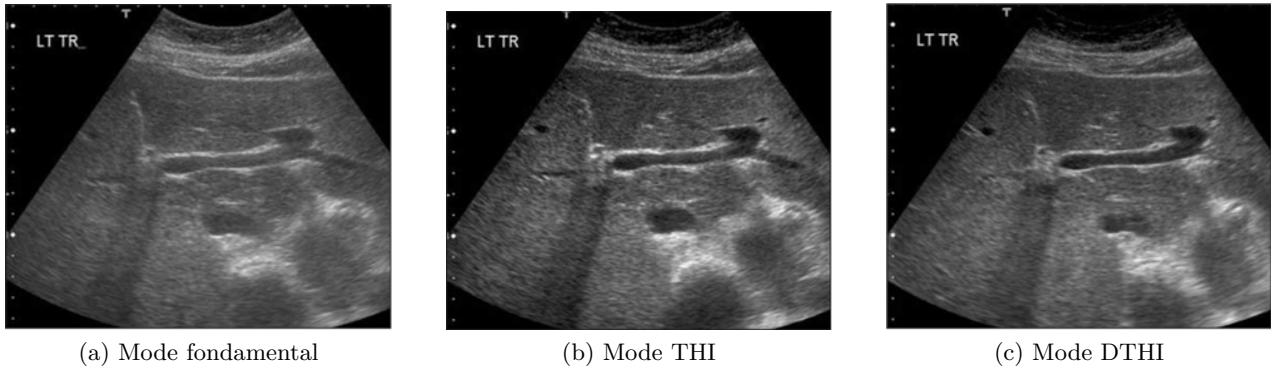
Comparatif des trois modes d'échographie : les contours sont plus nets en THI et DTHI, l'image est moins atténuée en THI dans les profondeurs maximales [33].
